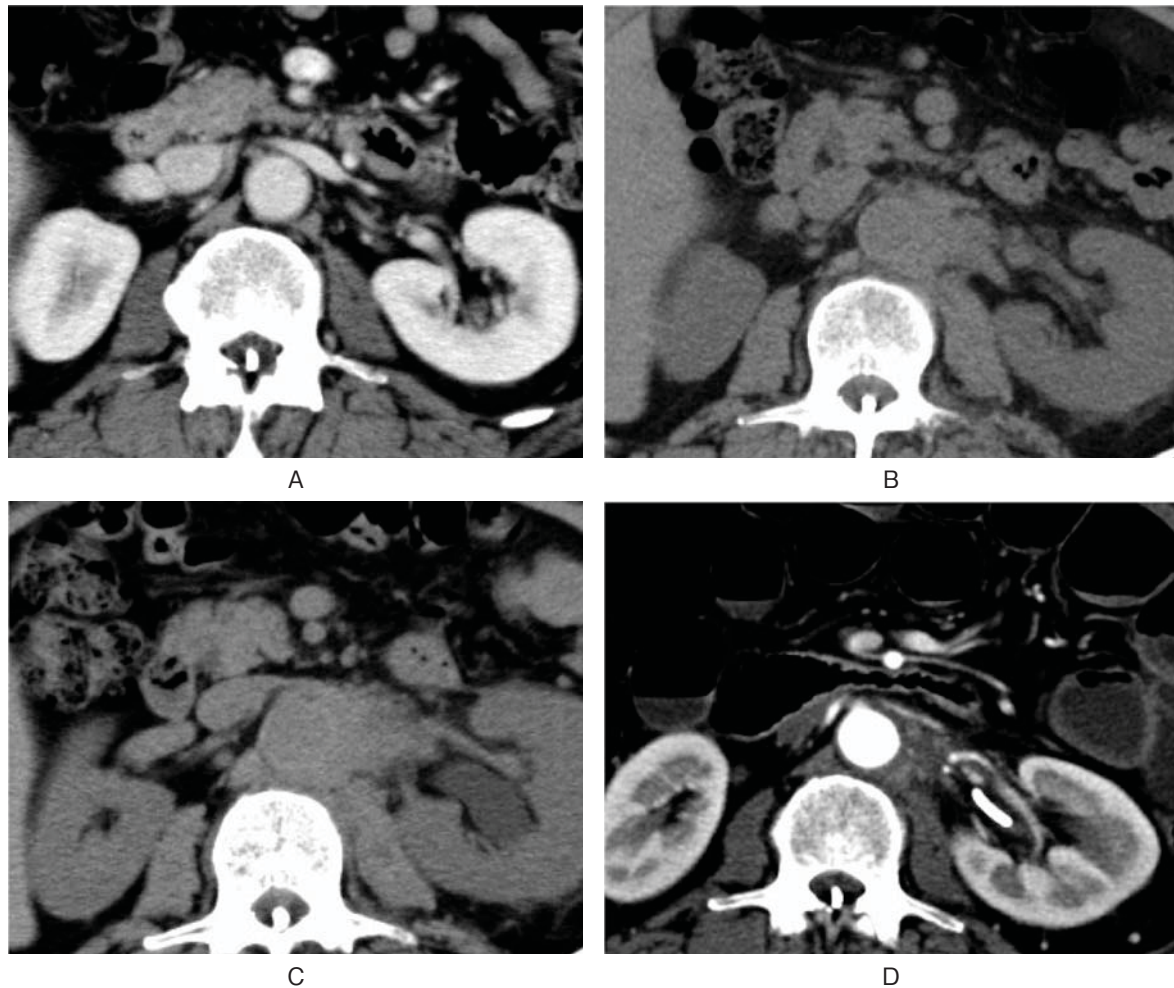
Computed tomography shows swelling of a para-aortic lymph node. (A) At the initial diagnosis. (B) At 8 months from initial diagnosis. (C) At 11 months from initial diagnosis. (D) At 1 month after chemotherapy.
